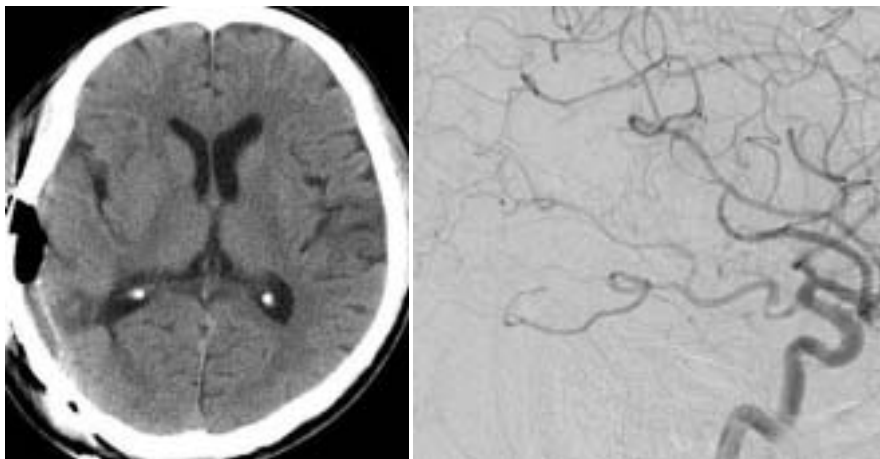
A: Postoperative CT shows neither bleedings nor infarctions.
